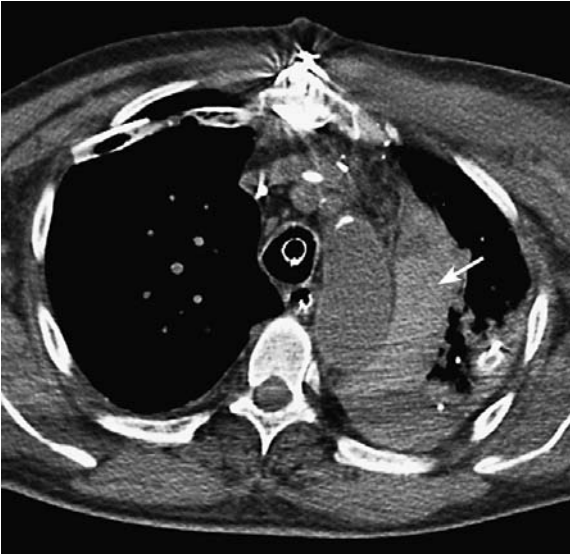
CT (ohne KM wegen Niereninsuffizienz) im Weichteilfenster: paramediastinales Hämatom (Pfeil), Hämatothorax. Links paramediastinale Raumforderung (HE 40), Blut im Pleuraraum (postoperativ). Im Seitenvergleich aufgetriebene, unscharf konturierte Muskulatur links bei Einblutung in die linke Thoraxwand. Endotrachealtubus, Magensonde und ZVK; Sternalcerclagen nach medianer Sternotomie, Bülau-Drainage bds.
